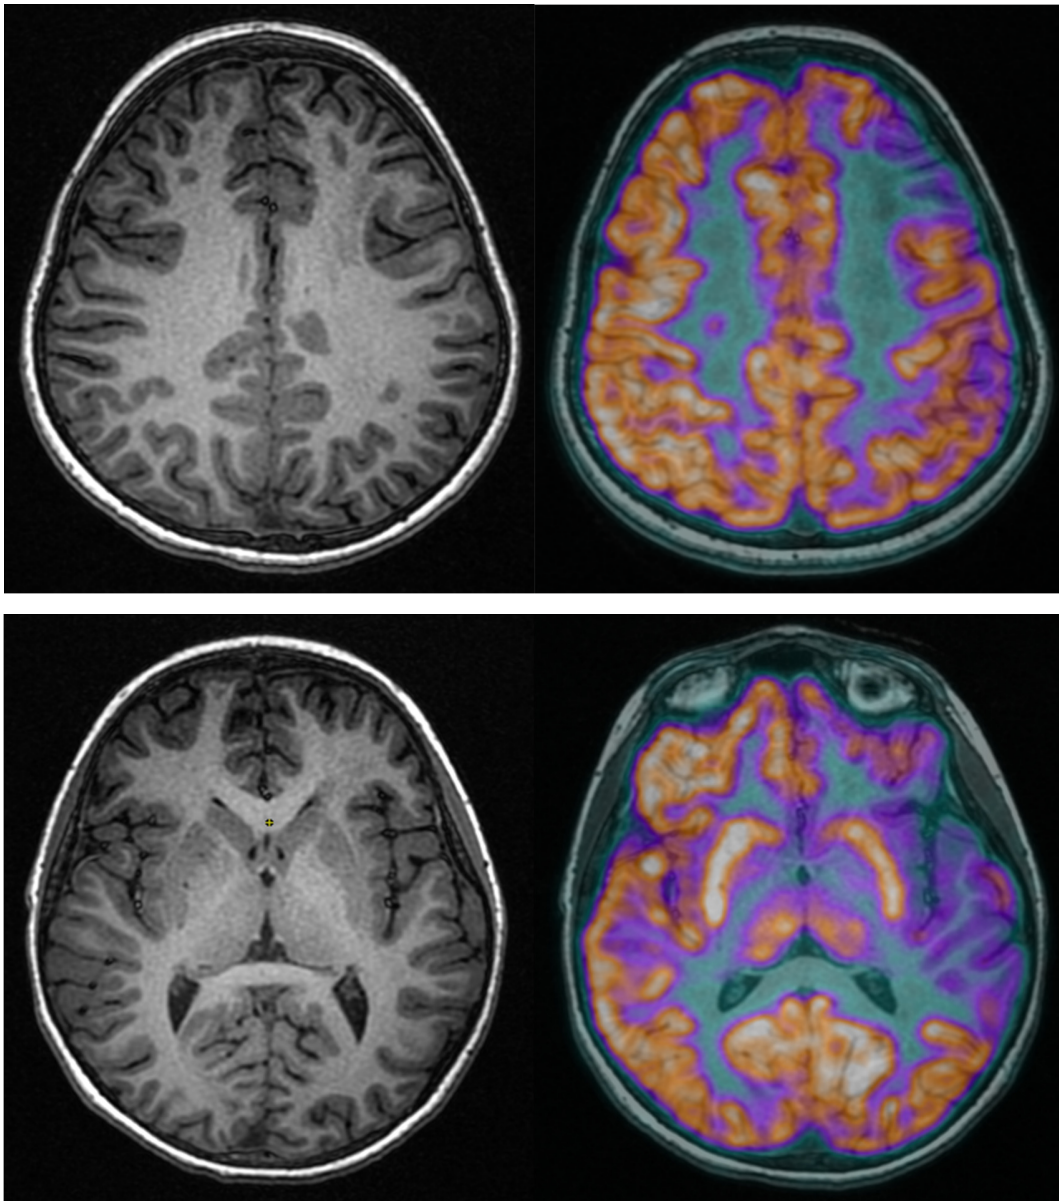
(Paziente 40) immagini di fusione PET/RM mostrano un grave ipometabolismo sinistro nel lobo temporale, parietale e frontale.
